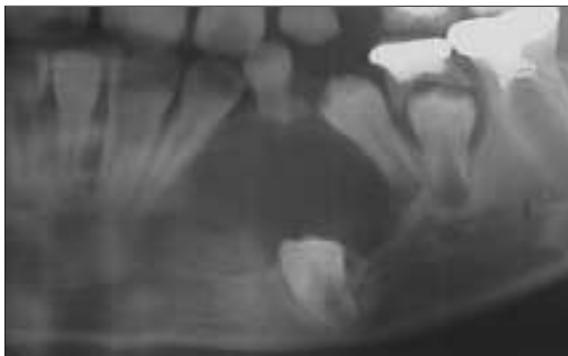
Panoramic radiograph reveals a cyst at the apical area of the primary mandibular right canine.
